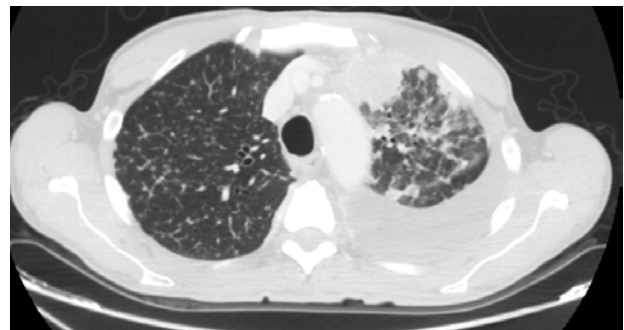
TC total body alla recidiva.
